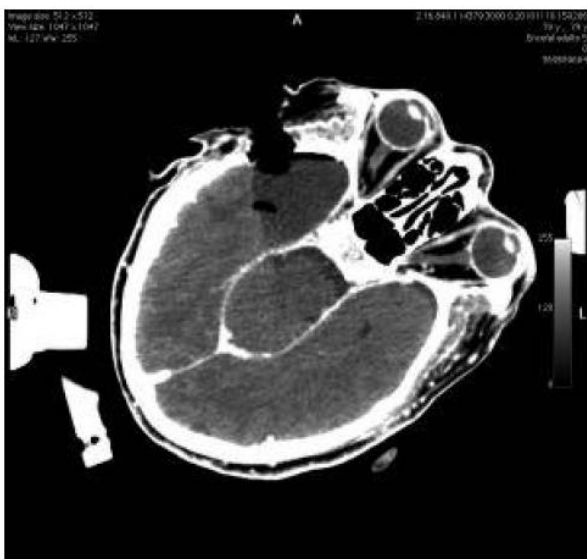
Scansione TAC intraoperatoria acquisita dopo l'asportazione del residuo neoplastico che conferma l'asportazione completa del tumore.
